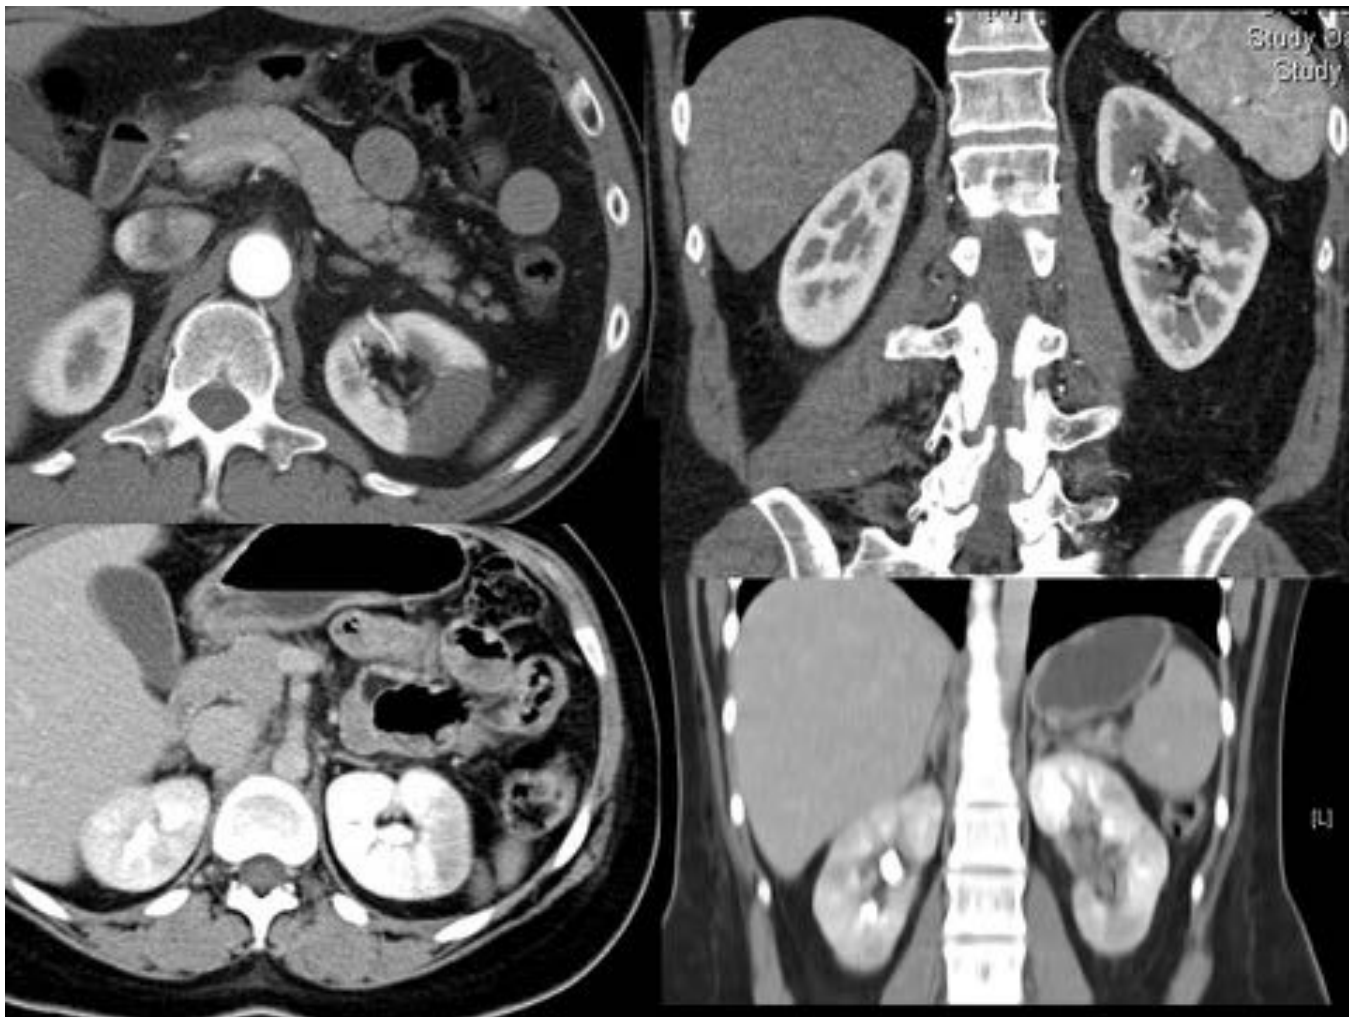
TC abdomen fase portal: extensos cambios inflamatorios en los tercios superior y medio del parénquima renal derecho con varios abscesos que coalescen en el polo superior visualizados en la ecografía de la imagen anterior y focos de nefritis en el tercio medio.
